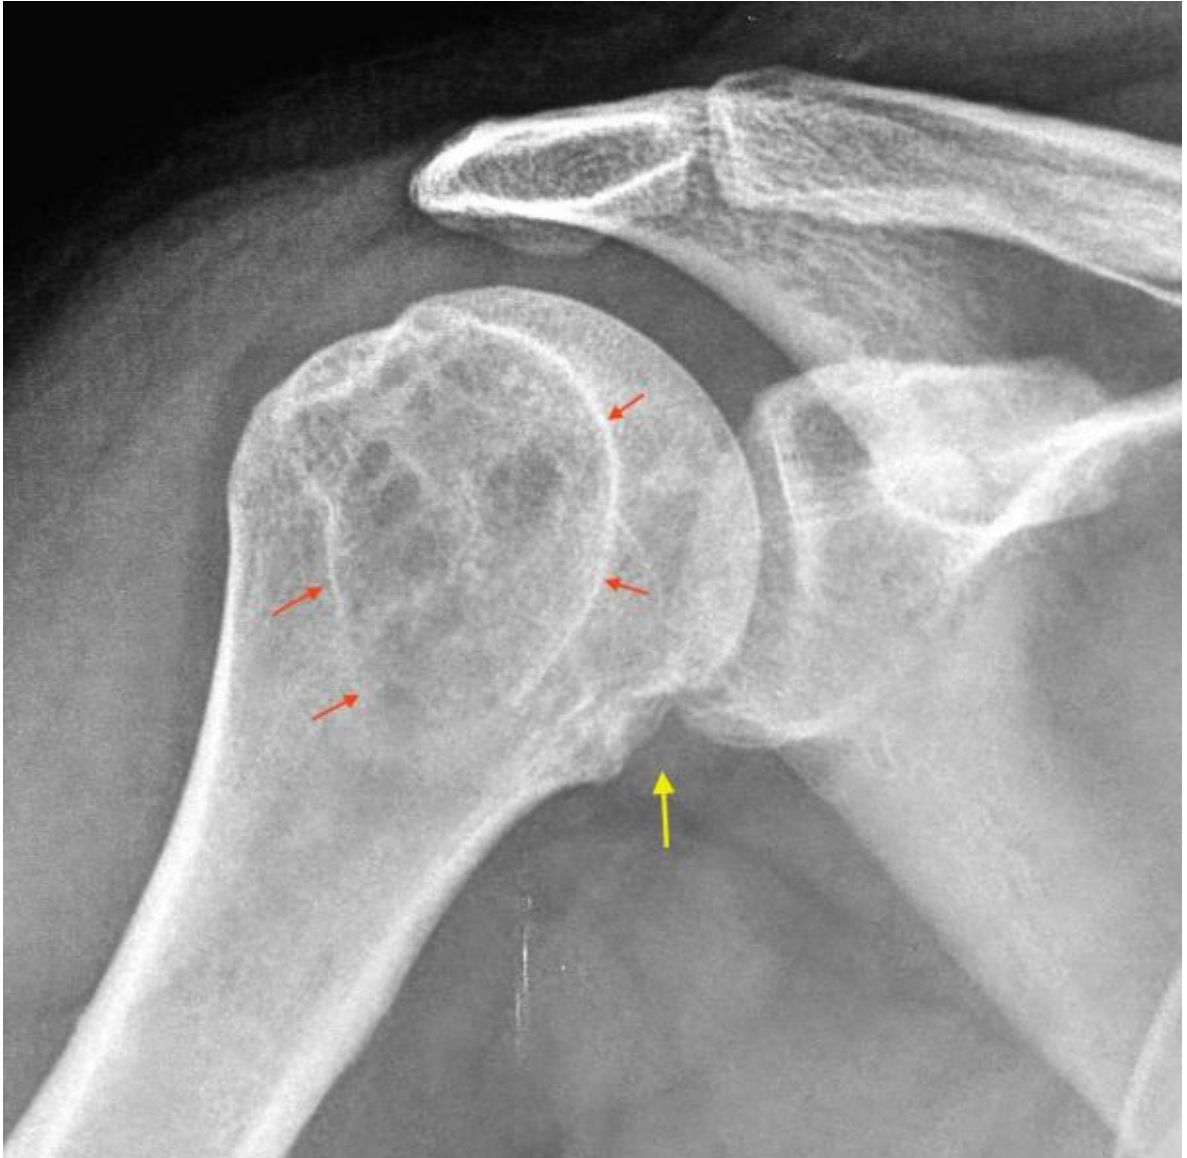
Radiografía AP hombro. Lesiones líticas con reborde escleroso incompleto (flechas rojas) en la epífisis del húmero. Erosión en el margen inferior de la vertiente articular del húmero (flecha amarilla).
